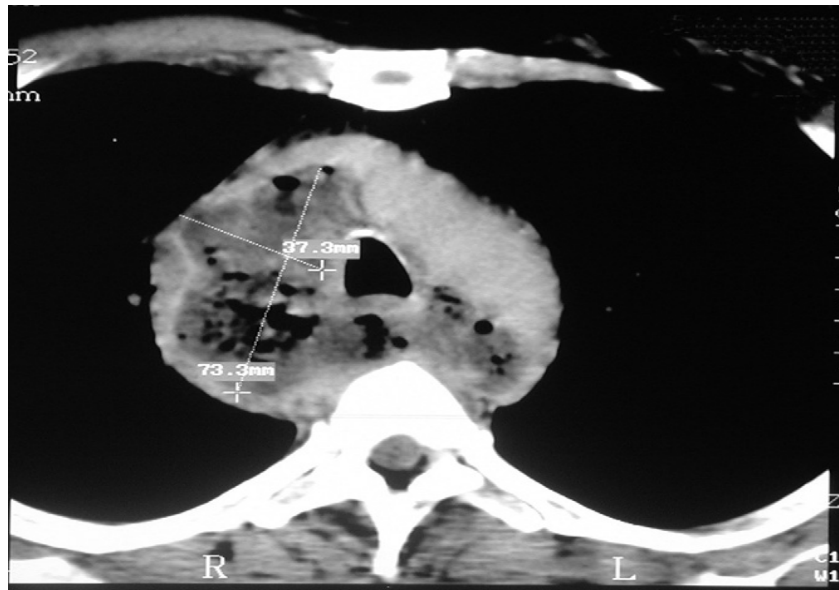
TDM cervicale montrant la propagation vers le bas d'un abcès retropharyngé. [4]
